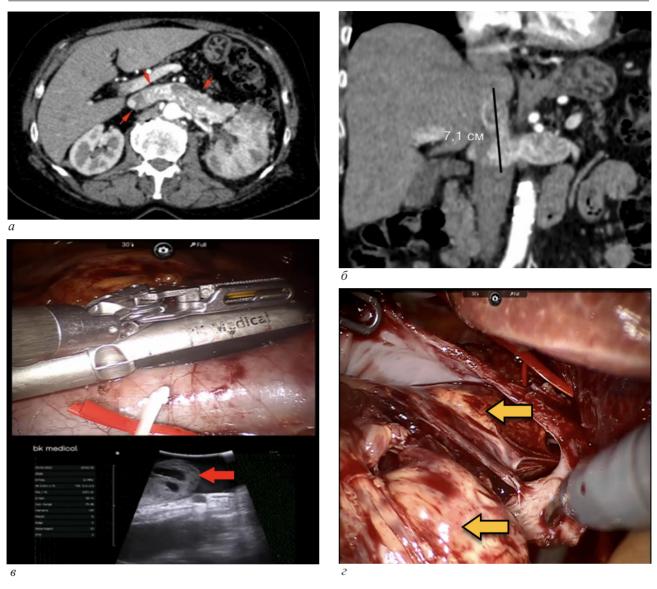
Этапы диагностики и удаления поддиафрагмального опухолевого тромба нижней полой вены (НПВ) у больной О. раком левой почки сТ3bN0M0: а – компьютерная томограмма, горизонтальный срез. Тромб, выполняющий левую почечную и НПВ отмечен стрелками; б – компьютерная томограмма, фронтальный срез, протяженность тромба в НПВ отмечена линией; в – интраоперационное ультразвуковое исследование НПВ, опухолевый тромб в просвете НПВ (указан стрелкой); г – экстракция опухолевого тромба из просвета НПВ (указан стрелками)
